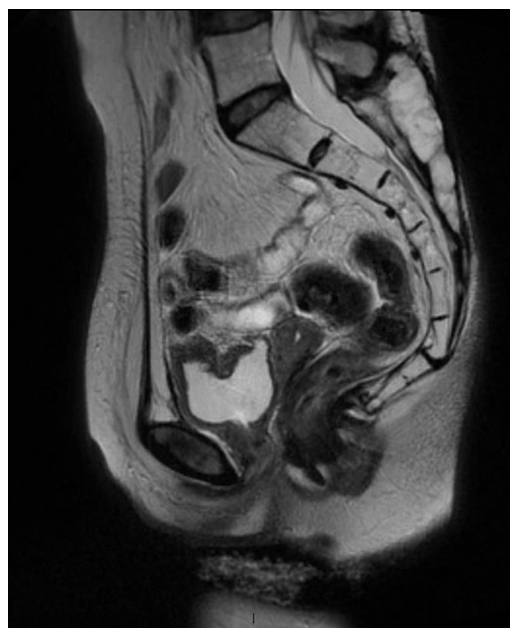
Resonancia magnética de abdomen. Se observa el divertículo vesical e integridad de las paredes de la vejiga.
